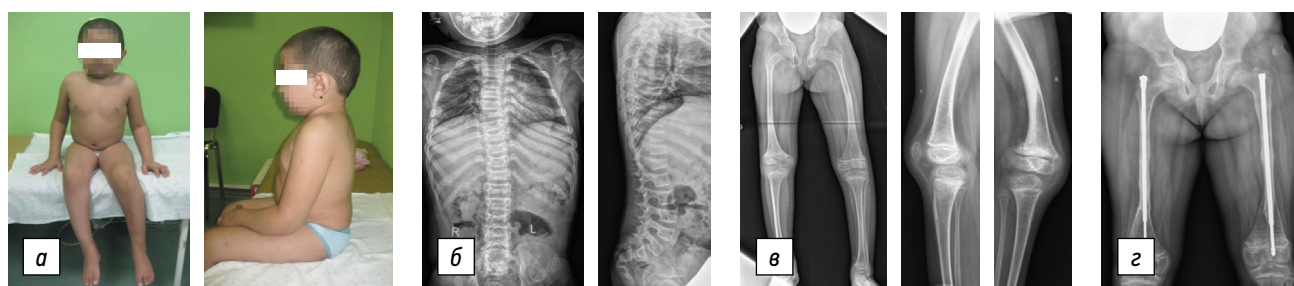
Пациентка X., 8 лет, синдром Брука, тип 2: *а* — общий вид пациентки (не ходит); *б* — рентгенограммы позвоночника в переднезадней и боковой проекциях: фронтальное отклонение оси позвоночника — 10° , клиновидность позвонков; *в* — панорамная рентгенограмма нижних конечностей в переднезадней проекции — варусно-антекурвационная деформации бедренных костей; *з* — рентгенограмма бедренных костей в переднезадней проекции — интрамедуллярная фиксация телескопическим стержнем
